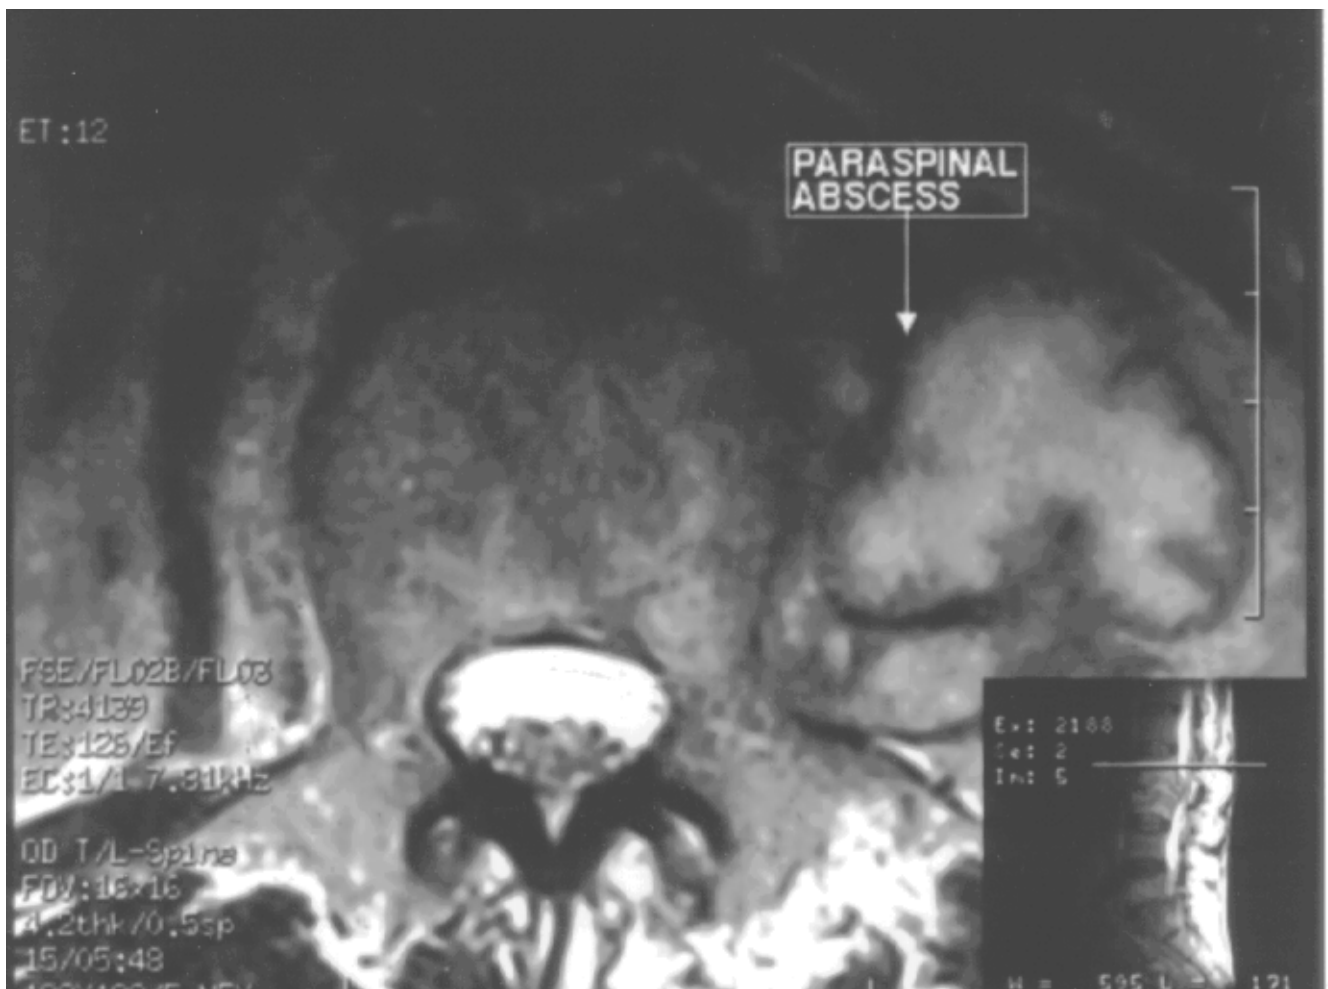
Комп'ютерна томографія. Туберкульоз II–III поперекових хребців, деструкція тіла II хребця, напливний абсцес у поперековому м'язі
